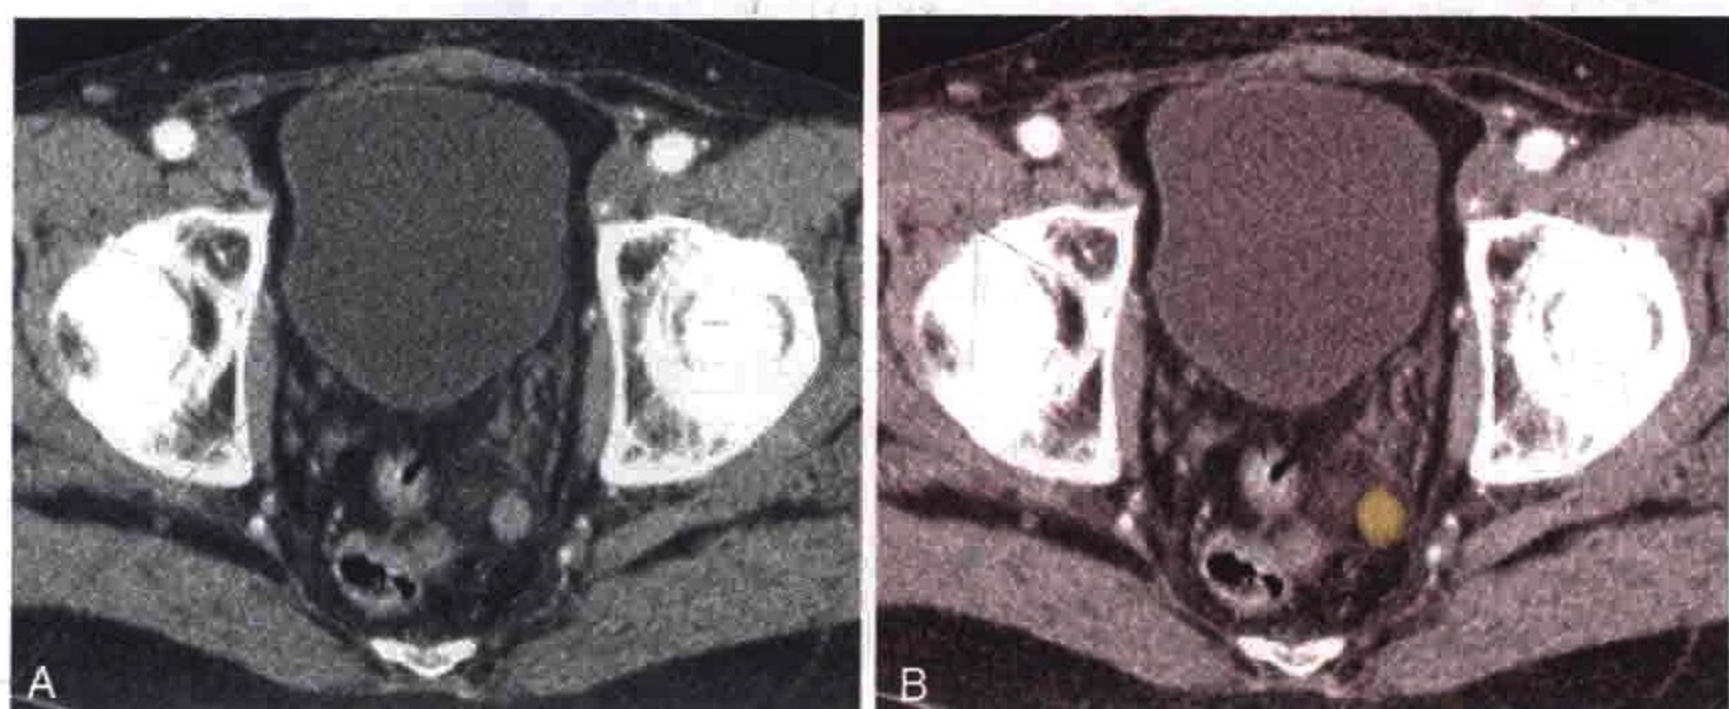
横轴位 CT 图像示前列腺癌。患者直肠周围淋巴结转移（橙色）
